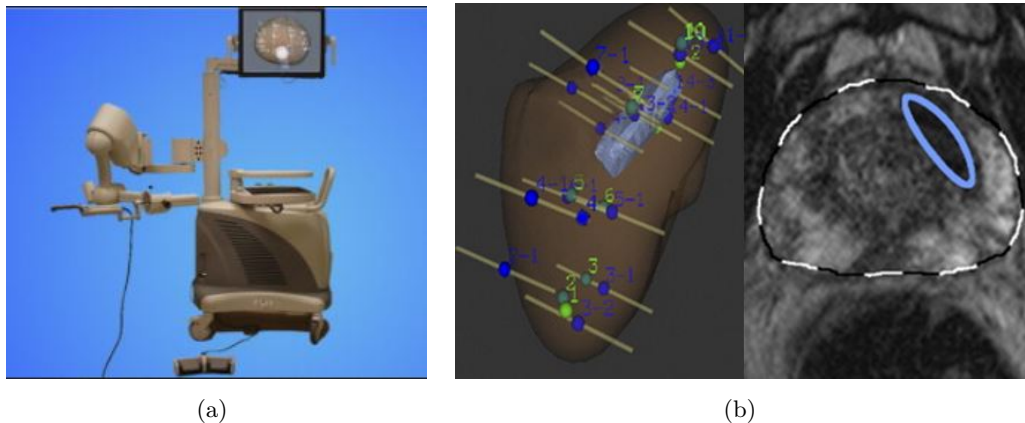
(a) Le dispositif Artemis<sup>TM</sup> (b) Interface du logiciel Artemis<sup>TM</sup> : Visualisation 3D des biopsies systématiques et ciblées à gauche et cible visualisée sur l'image IRM à droite
